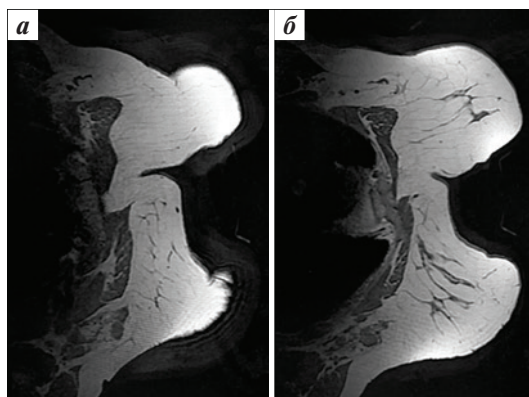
Магнитно-резонансная томография молочных желез: узловых образований не выявлено; скопление увеличенных аксиллярных лимфатических узлов с обеих сторон, максимальный размер по короткой оси 1 см, изменение их макроструктуры слева
